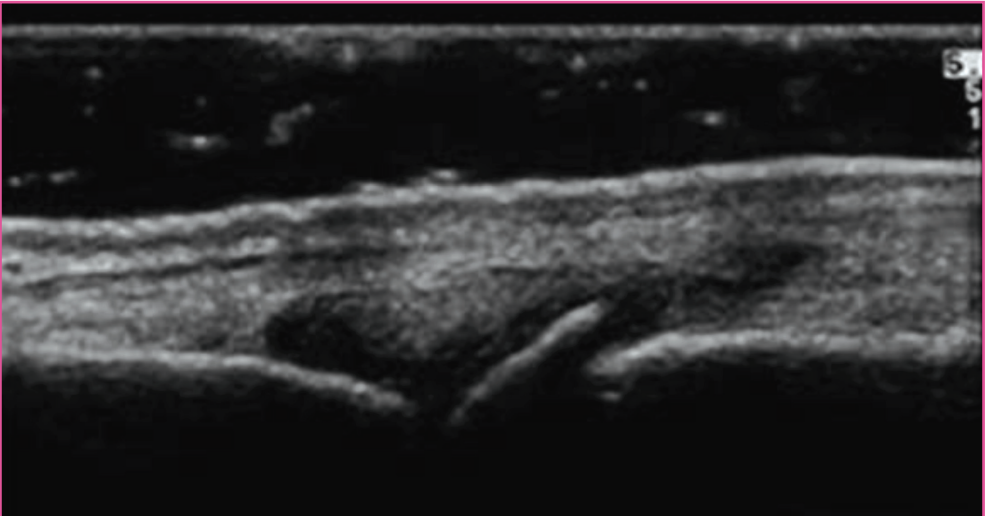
échographie d'une articulation interphalangienne proximale montrant un ostéophyte et un épanchement de la synoviale.
